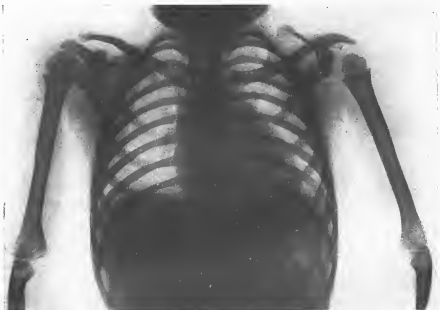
P. O. G. chez un grand enfant. Radiographie du thorax : l'omoplate est surélevée, le squelette du membre supérieur est un peu plus grêle et les épiphyses sont beaucoup moins développées du côté malade que du côté sain. Cas Vex... Eliane.
